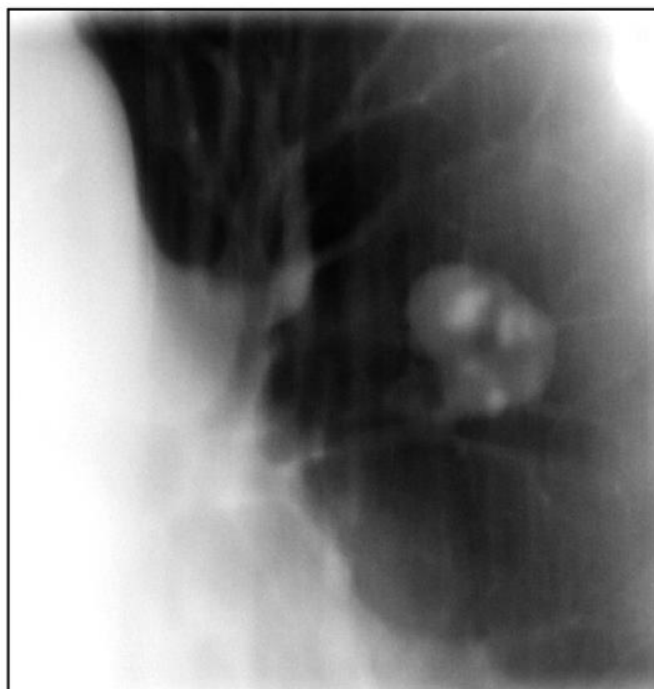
Лінійна томограма лівої легені. Туберкульома
